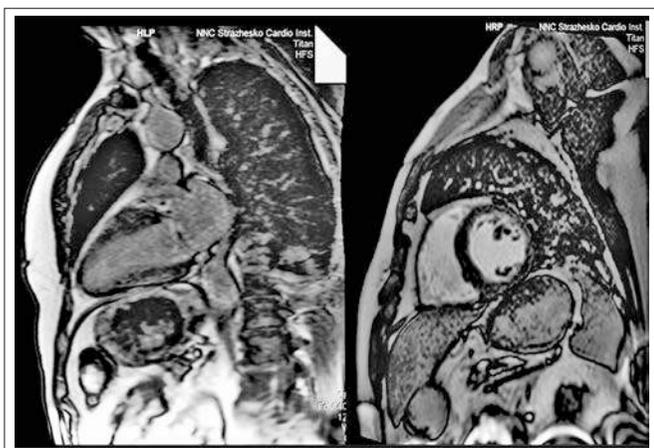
МРТ-изображения сердца в двухкамерной позиции: а) по длинной и б) короткой оси ЛЖ
